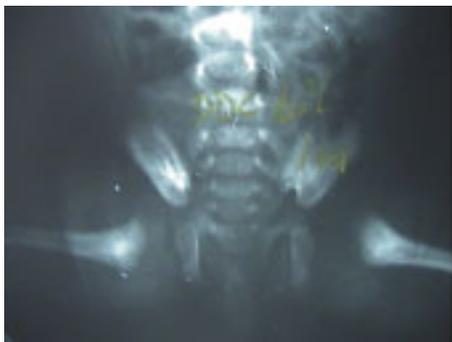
Radiografía previa a colocación del arnés que muestra luxación de cadera izquierda en un paciente femenino de un mes de edad.
